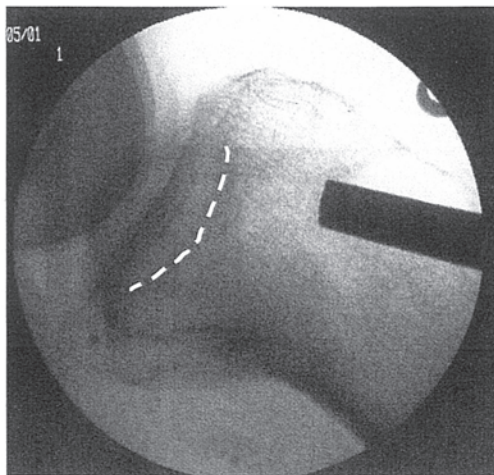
X線透視によるインパクターの刺入方向の確認
